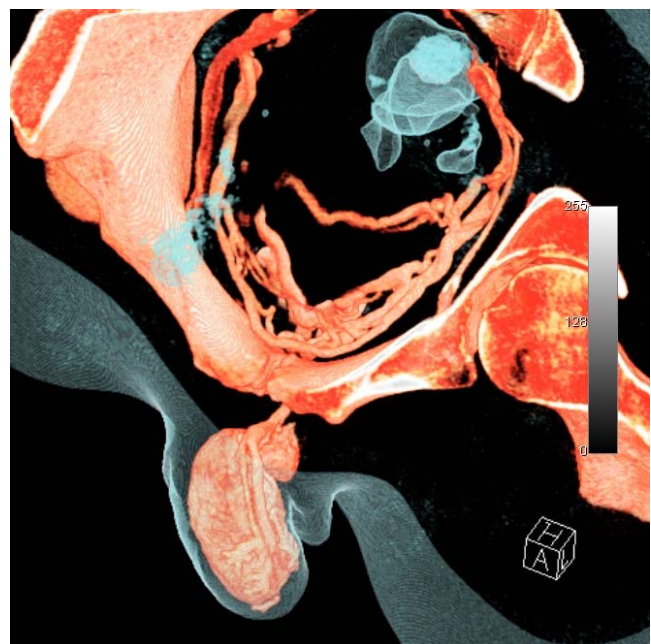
image TDM d'un patient de 35 ans avec DE primaire par IMCV. Fuite massive par le réseau profond. Hypothèse diagnostique : absence de freinage au niveau du hiatus sous pubien.
